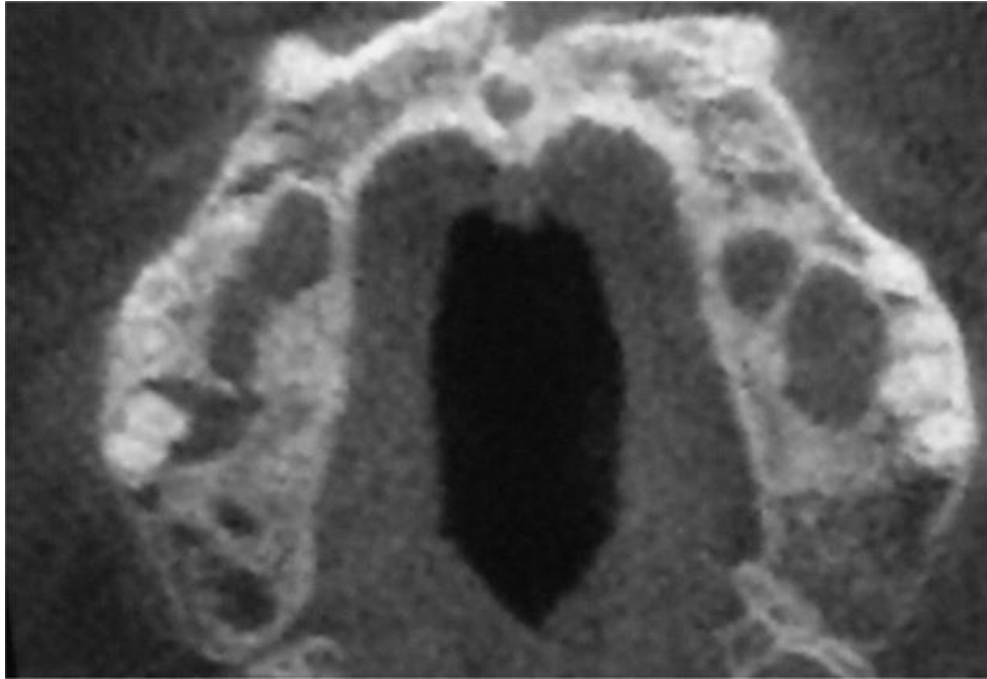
TAC después de 1 año.³⁶
